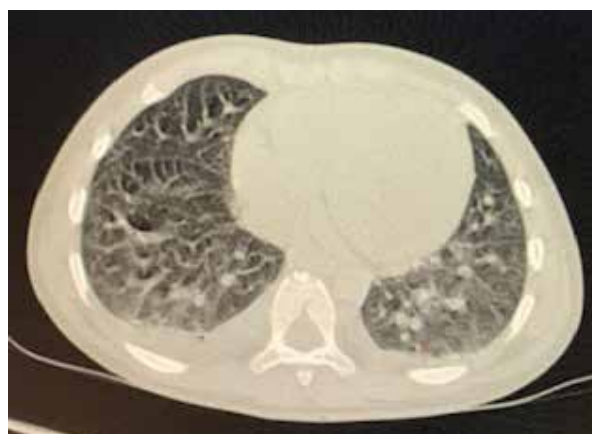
КТ аксиальный скан случай 2.
